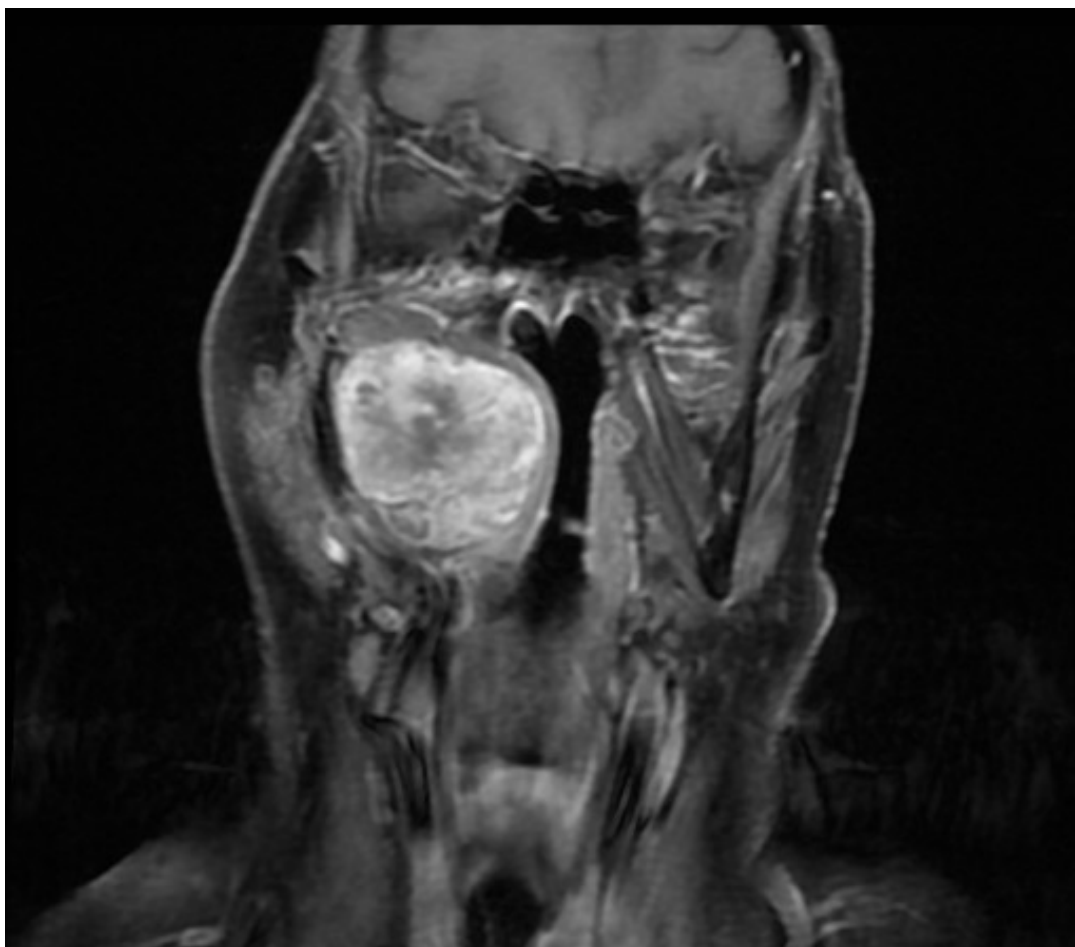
A. Adenoma pleomorfo derecho. RMN en secuencia T1, en la que el tumor presenta un realce moderado tras la aplicación de contraste en el corte coronal.
